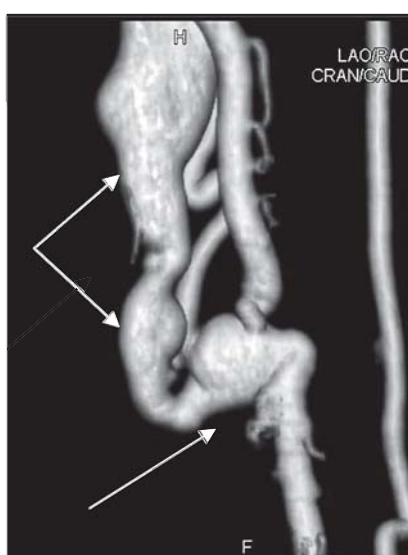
Angiografia CT-3D. Aneurism multiplu al FAV.
